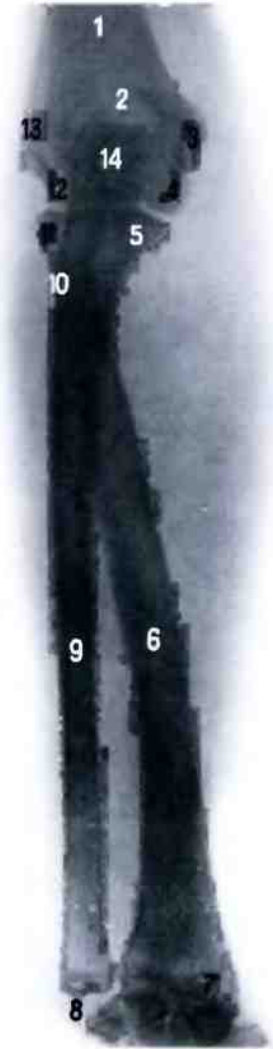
Локтевой сустав, правый (рентгенограмма). (Предплечье в состоянии пронации.)
